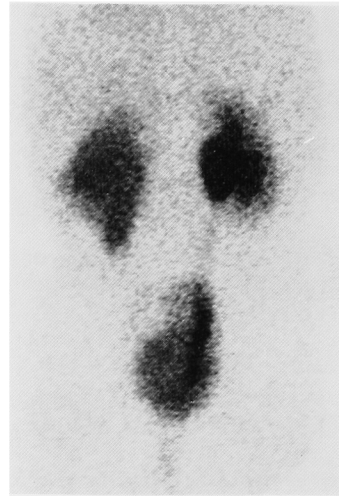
Postoperative renal scintigraphy shows the improvement of left renal uptake.
